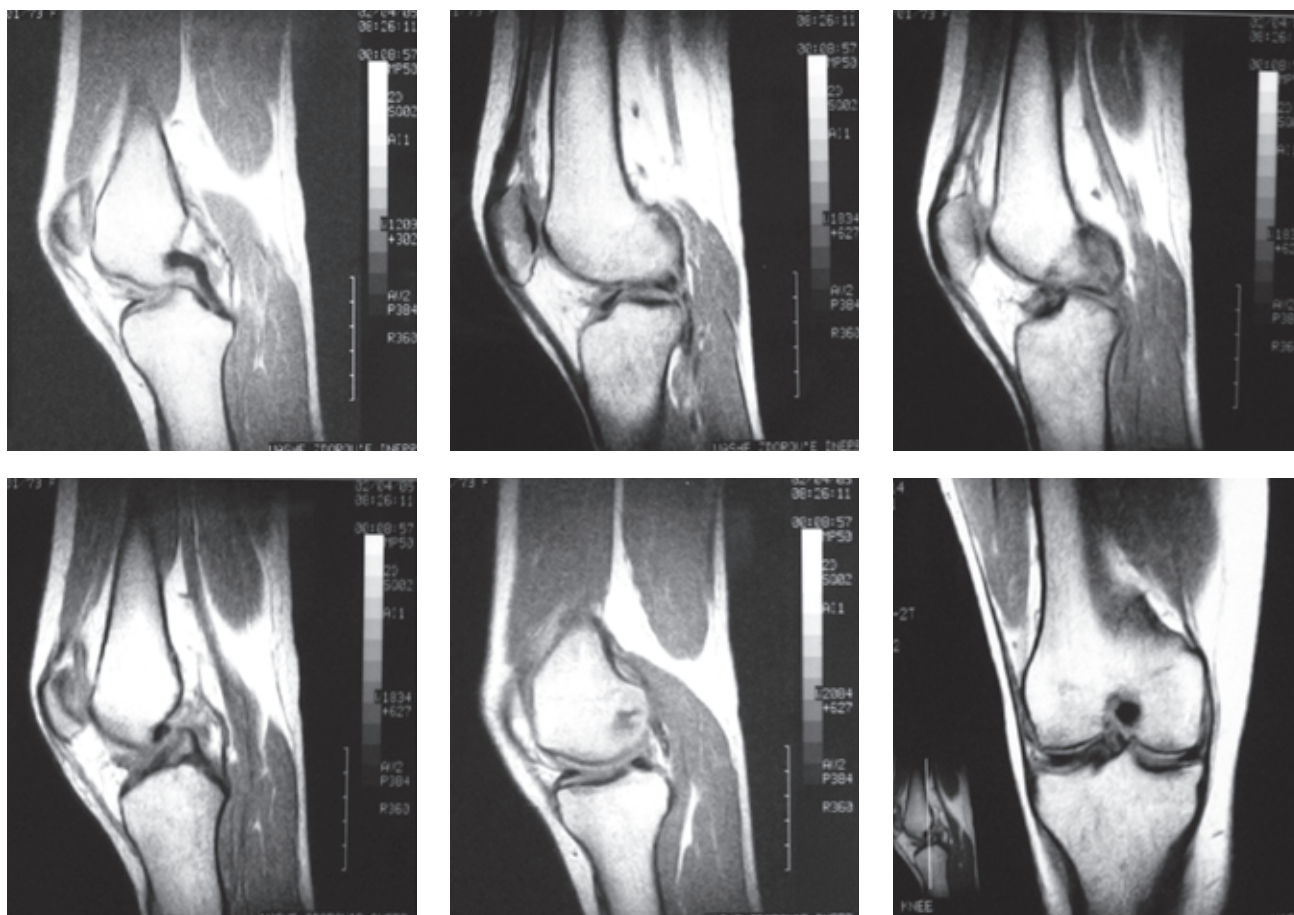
МРТ так называемого неполного разрыва ПКС. Травма получена около 2 лет назад. При артроскопии связка была полностью повреждена
